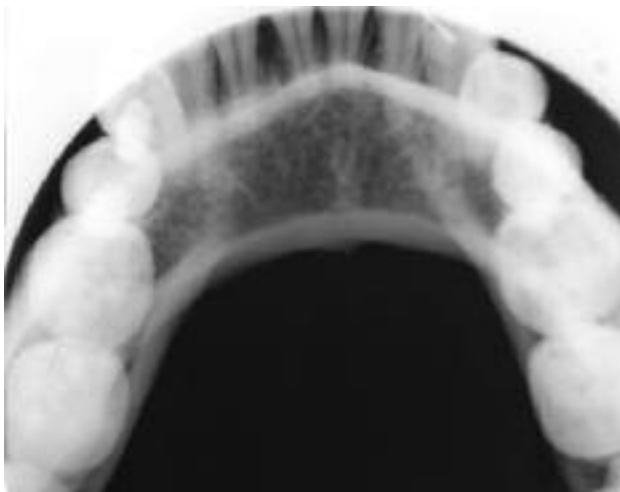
Radiografía oclusal mandibular.
